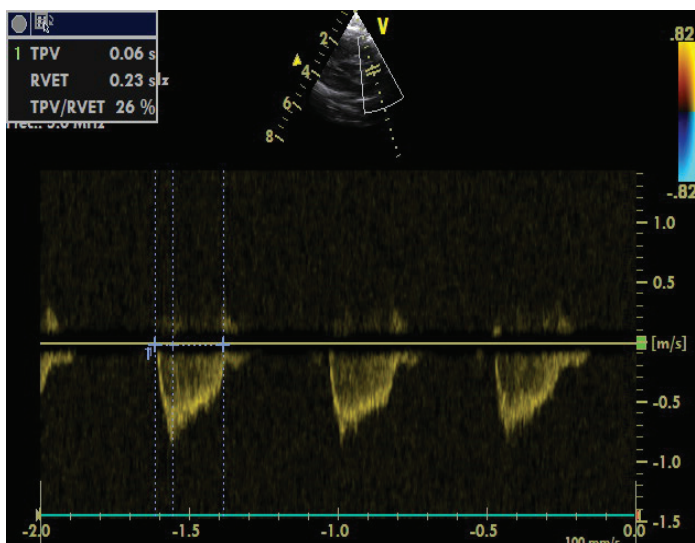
Cálculo de la presión pulmonar utilizando el tiempo de aceleración del flujo de sangre en la arteria pulmonar durante la sístole ventricular en un eje corto precordial. El volumen de muestra se sitúa justo distal a la válvula pulmonar en el centro de la misma. Se mide con Doppler pulsado la velocidad de flujo a través de la arteria pulmonar. En primer lugar se determina el tiempo que tarda el flujo de sangre en alcanzar la velocidad máxima a través de la válvula pulmonar que coincide con el pico de la onda (0,06 segundos) y en segundo lugar el tiempo total de eyección de la sangre del ventrículo derecho (0,23 segundos). En este caso el $TVM/TEVD$ (o en inglés, $TPV/RVET$) fue 0,26.
